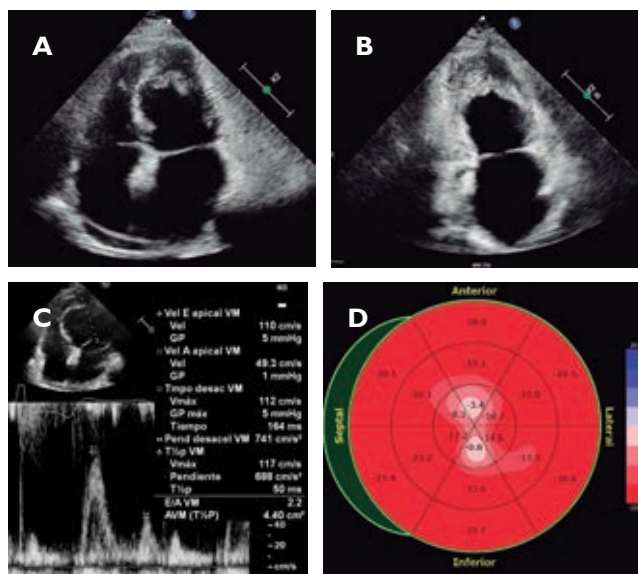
A) Apical 4 cámaras que muestra dilatación biauricular, obliteración del ápex del VI. B) Apical 2 cámaras que muestra dilatación auricular izquierda, obliteración del ápex. C) Patrón de flujo transmitral tipo restrictivo. D) Mapa polar del *strain* longitudinal global del VI.
